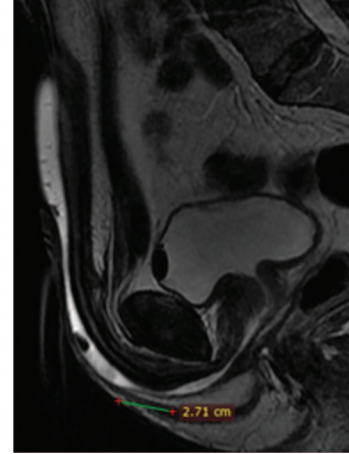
Стриктура бульбозной уретры длиной 2,71 см при сагиттальном T2-взвешенном изображении МРТ. Собственные данные
